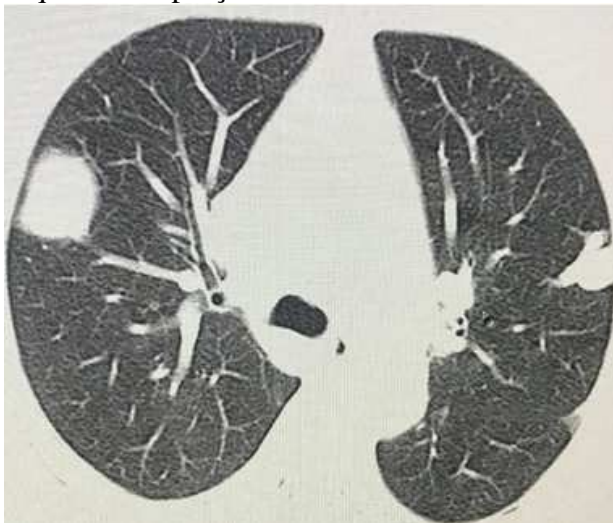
Tomografia computadorizada de tórax evidenciando metástase tumoral no pulmão direito.
